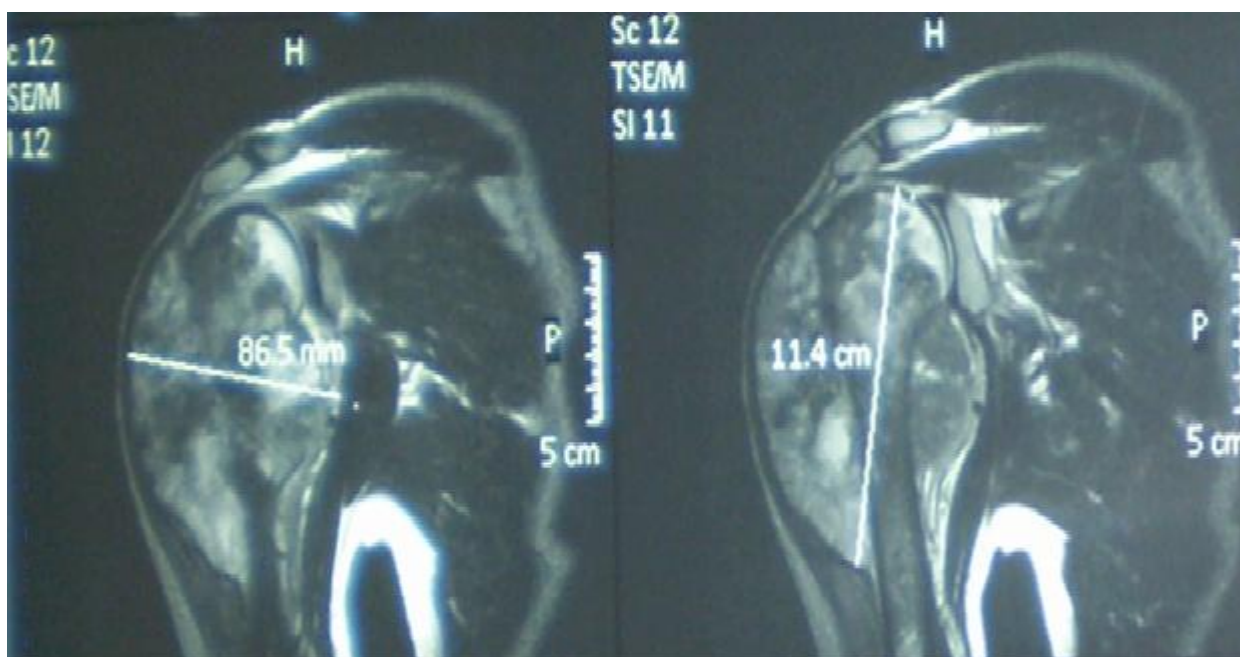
montrant une coupe coronale en T2 de l'envahissement tumoral de l'extrémité supérieure de l'humérus. (IRM d'évaluation).
